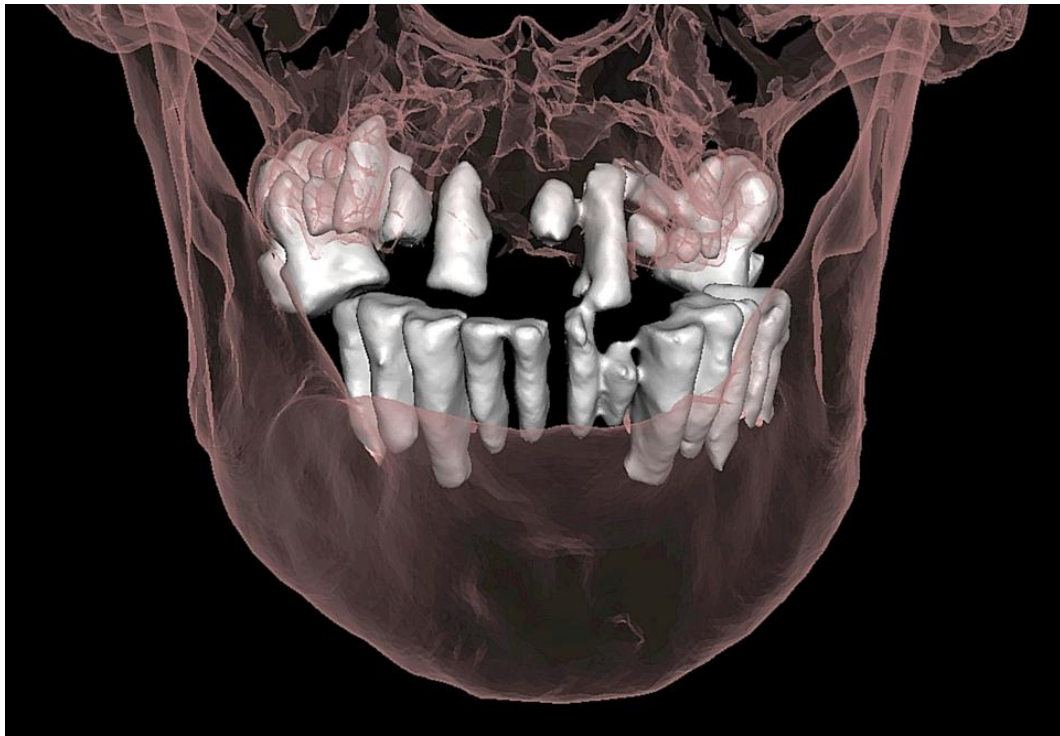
TC 3D que muestra el conjunto de dientes irregulares con dientes rotos en la parte anterior del conjunto superior.
